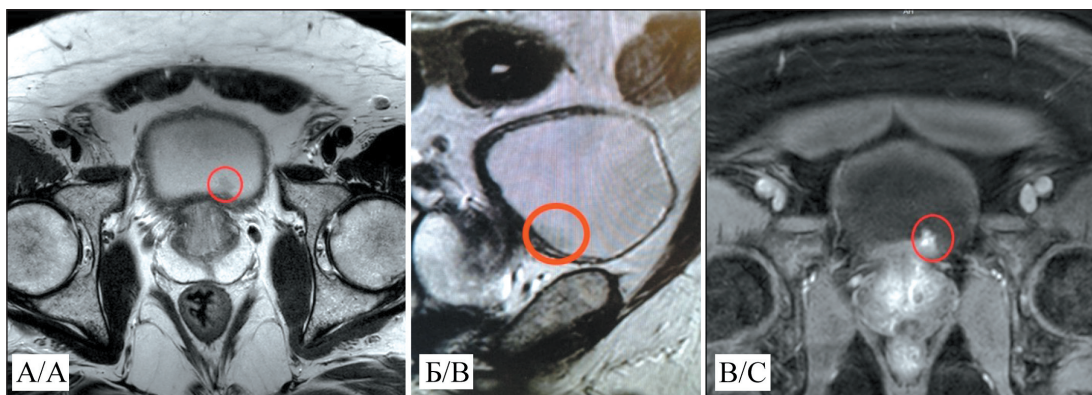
МРТ органов малого таза с контрастированием:
